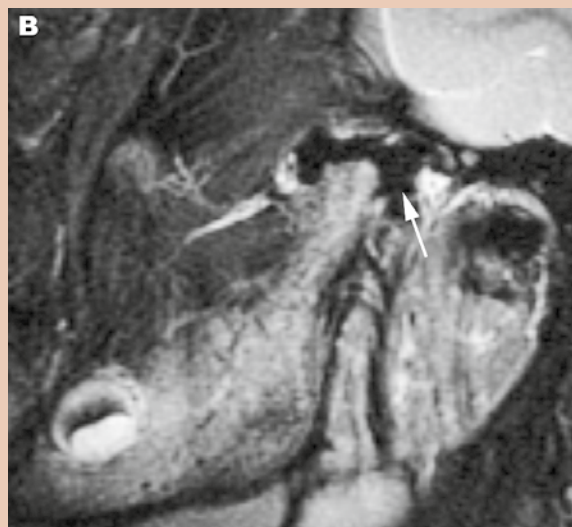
Verlaufs-MRI nach 1 Jahr: Im Gelenkraum stellt sich eine amorphe, hypointense Masse dar (Pfeil), das Kieferköpfchen ist massiv deformiert und abgeflacht.
